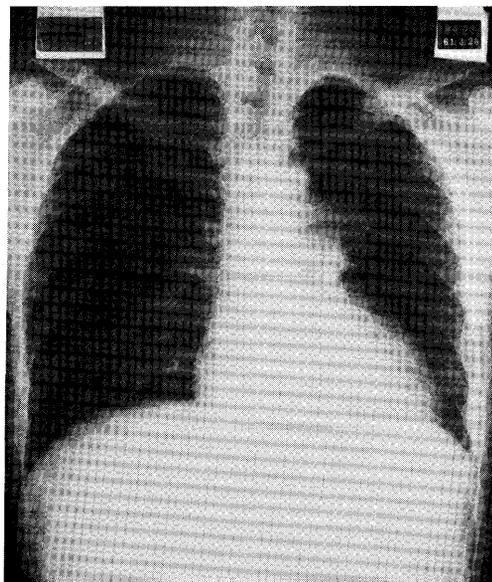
Chest X-ray film shows left hilar mass and decreased left lung marking.
